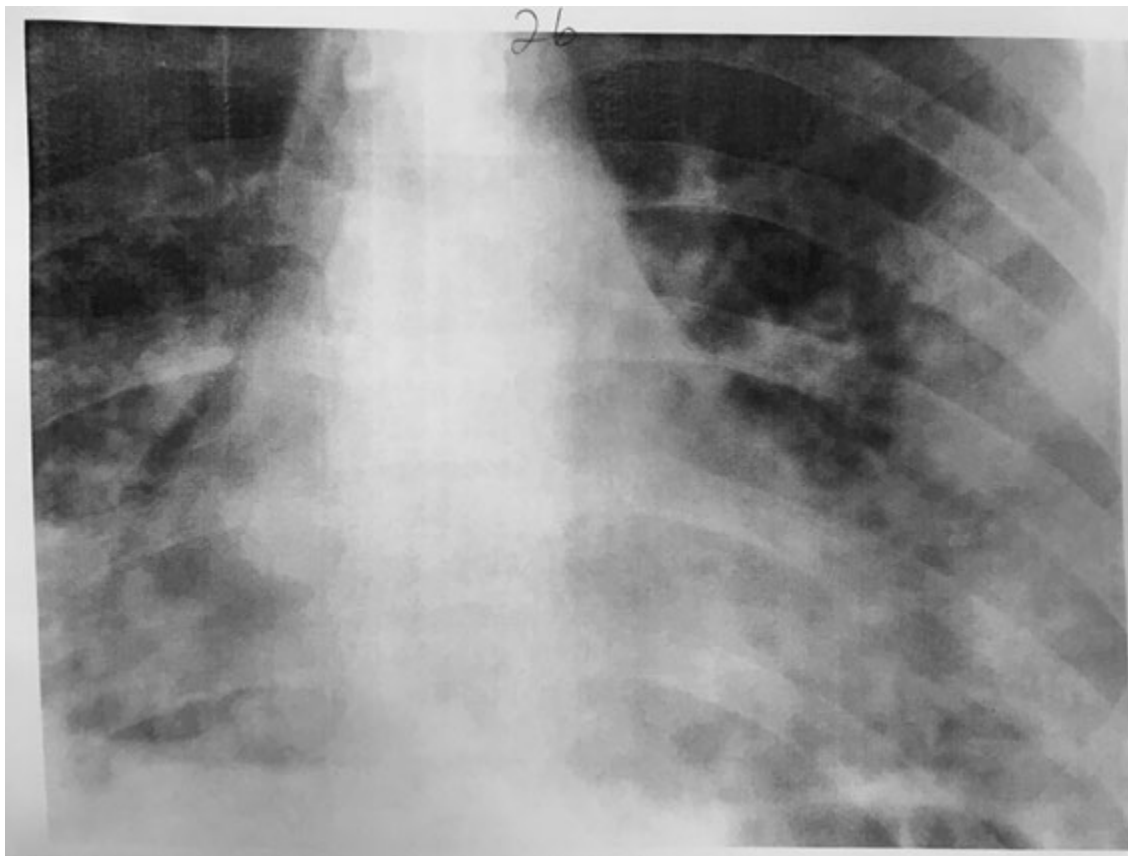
Patron de infiltrado alveolar bilateral característico de esta enfermedad, al efectuarse la radiografía de tórax.
